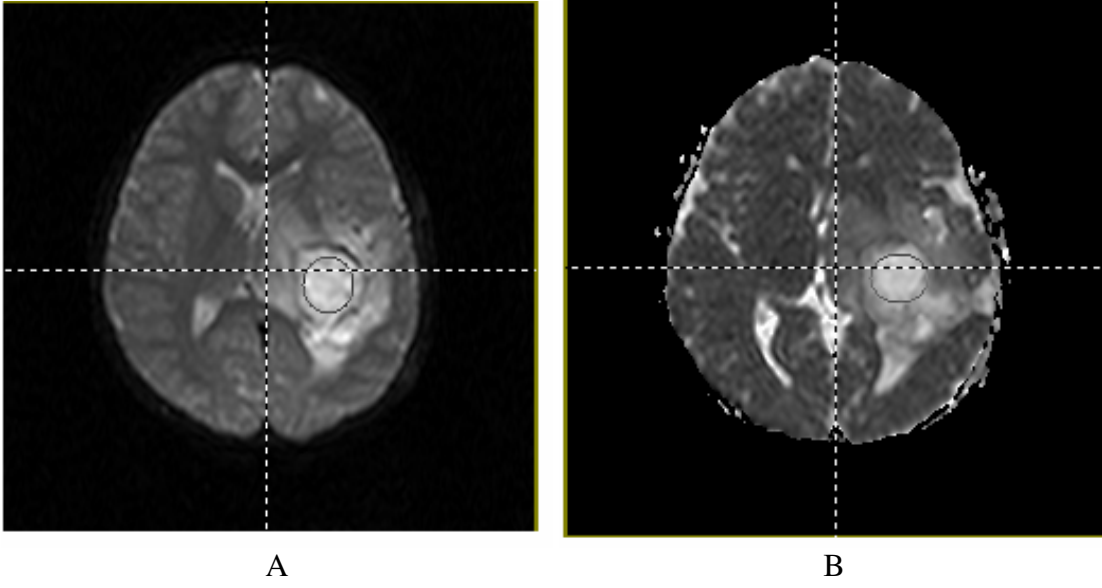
66 yaşında sol temporal bölge yerleşimli AA' lı erkek vaka. DWI ve ADC harita üzerine elips şeklinde yerleştirilmiş ROI
